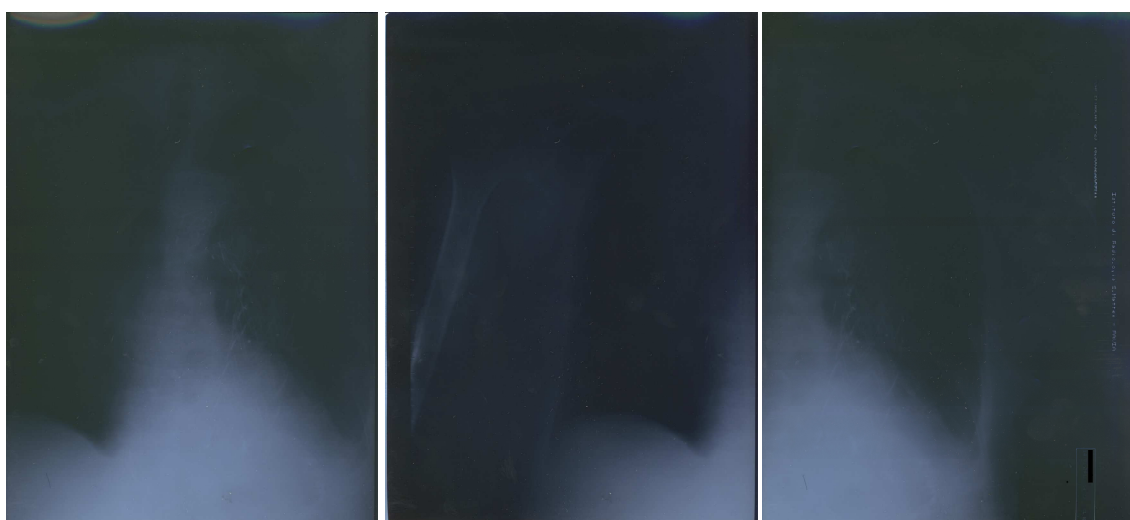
Radiografia del torace di controllo: Comparsa di modesta disventilazione subsegmentale basale destra e discreto versamento pleurico controlaterale. Non si apprezzano addensamenti parenchimali attuali.
